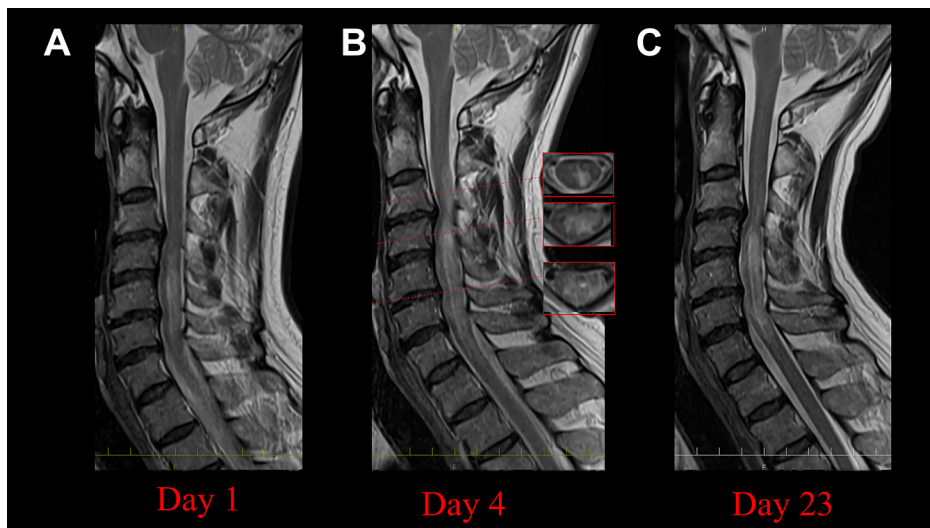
Spinal MRI findings.
